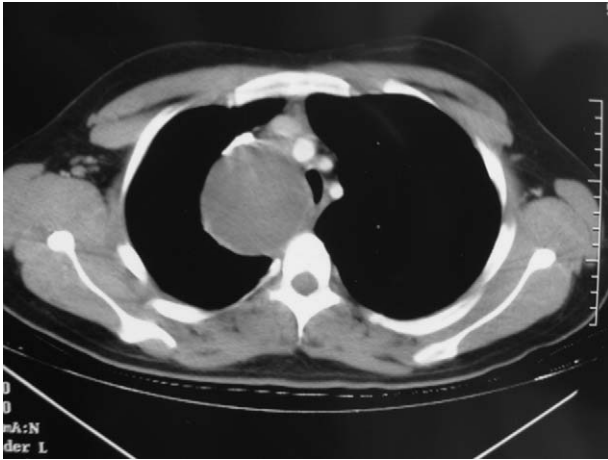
TAC torácico mostrando lesión mediastínica derecha, de bordes bien definidos y de aparente contenido quístico, que desplaza la tráquea hacia la izquierda.
